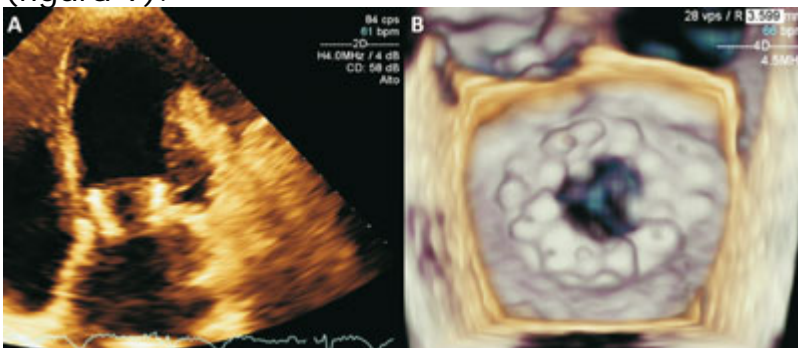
Control por ecocardiograma transesofágico a los tres meses de seguimiento. Vista de 4 cámaras con válvula de implantación mitral en adecuada posición (A), reconstrucción tridimensional con vista desde la aurícula que muestra la integridad valvular.
